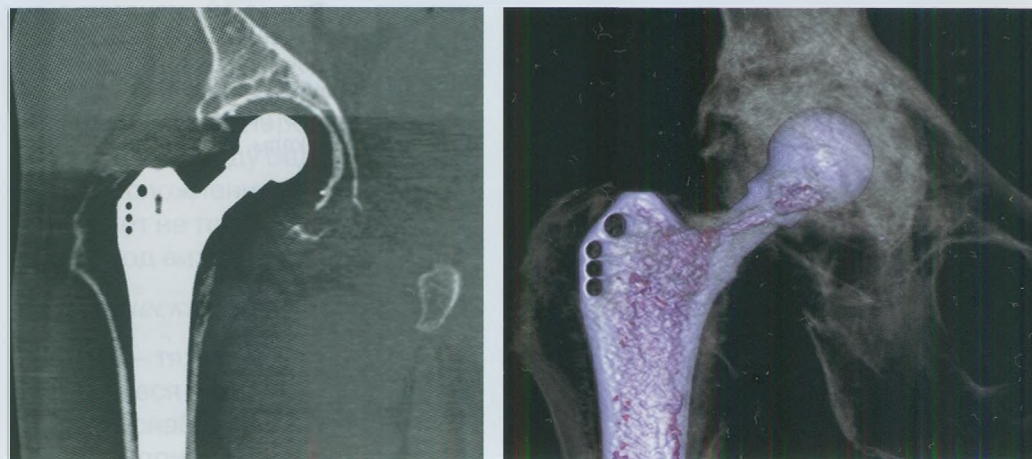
Протезированный ТС. МСКТ, 3D-реконструкция изображения.
